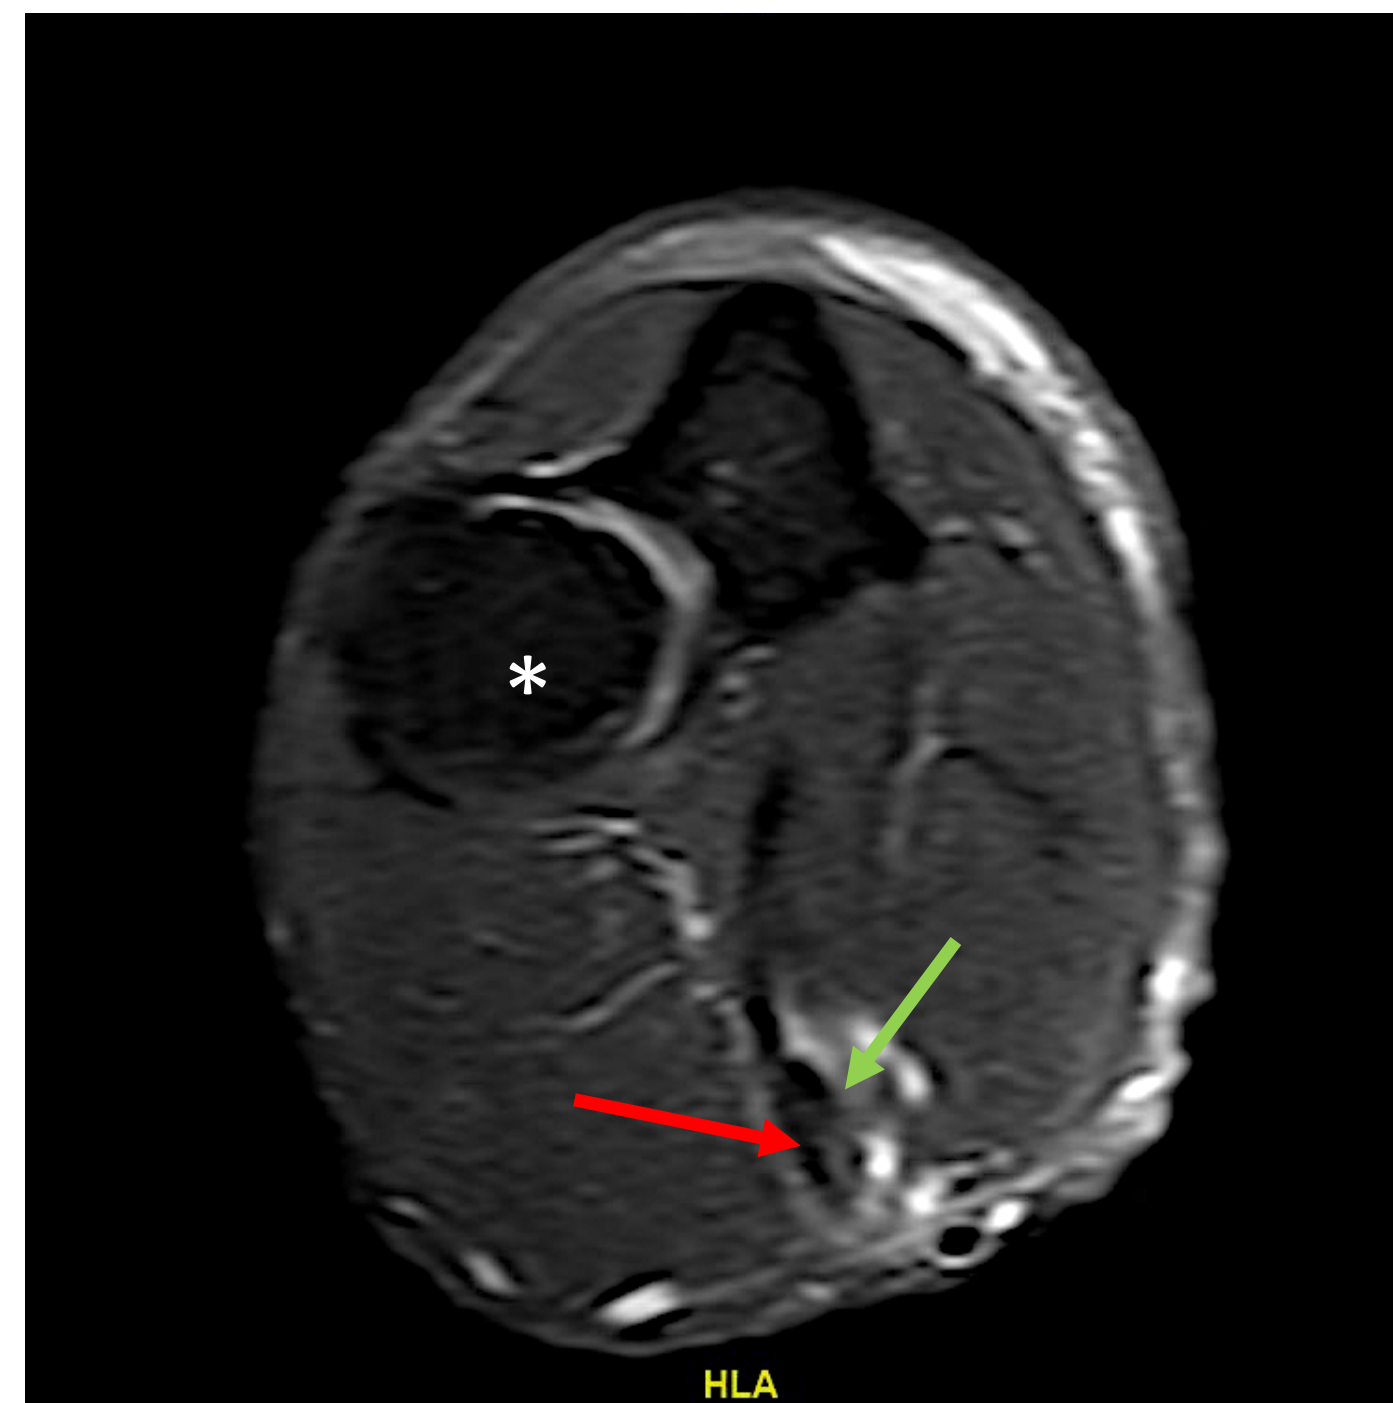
Imagen de resonancia magnética que nos muestra la porción larga (flecha roja) y la porción corta (flecha verde) en su recorrido hacia la inserción en tuberosidad del radio (cabeza de radio marcada con asterisco).
